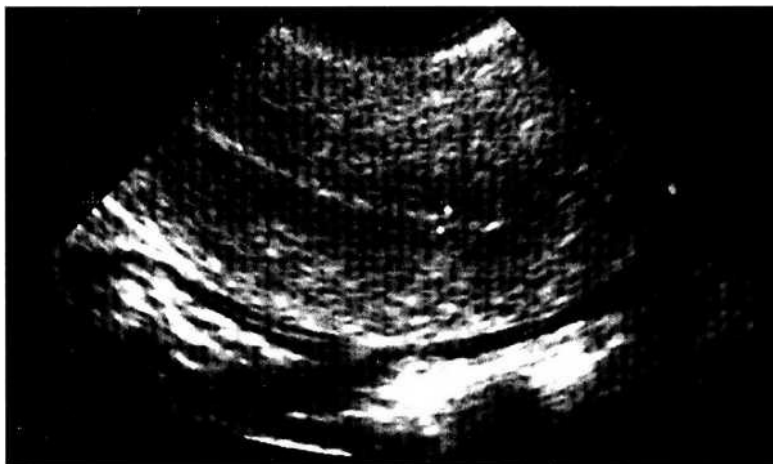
М-эхо в постменопаузе. УЗИ
